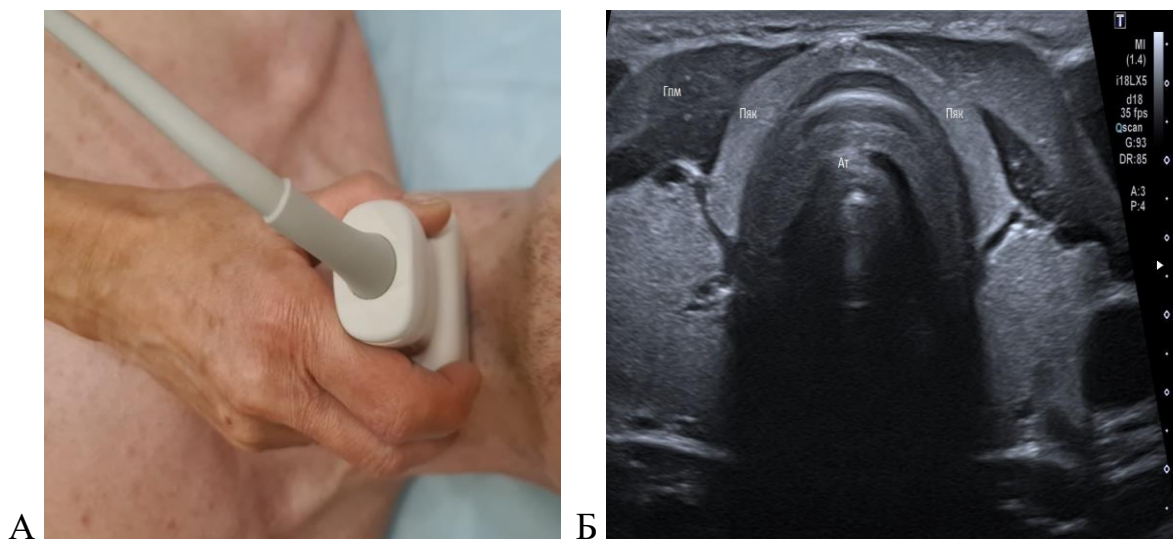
А – Изображение постановки УЗИ-датчика в области подъязычной кости.
